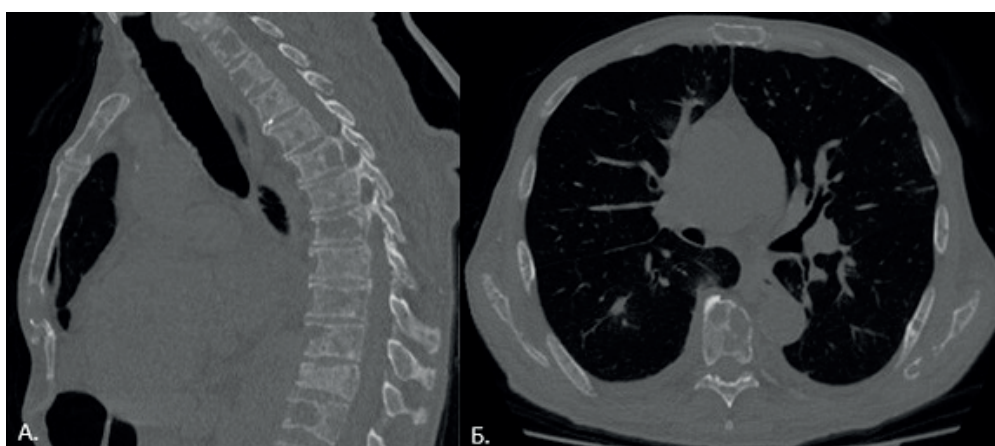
Компьютерные томограммы грудного отдела позвоночника в сагиттальной (А) и аксиальной (Б) плоскостях: множественные очаги деструкции, местами с нарушением целостности кортикальной пластинки (стрелка). Пациент Б., 72 г. Диагноз: Множественная миелома 3Б ст. Остеодеструктивный синдром
